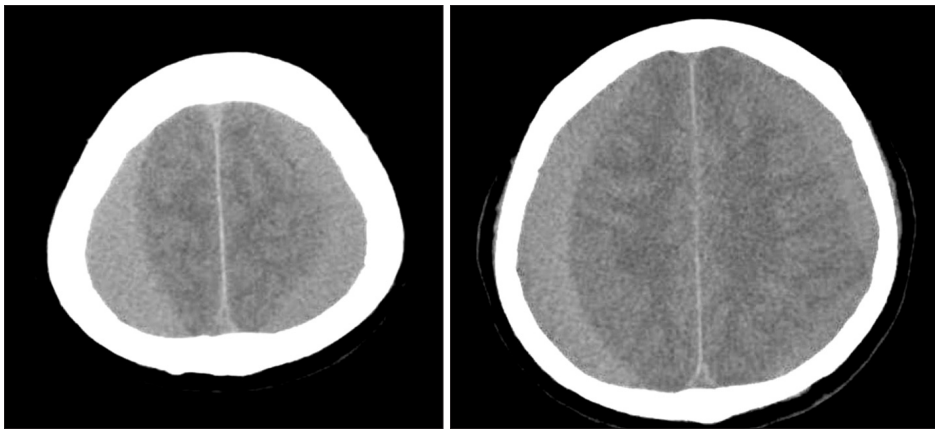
Non-enhanced brain computed tomography scan showing slightly high- or iso-density of the bilateral chronic subdural hematoma, larger on the right.
